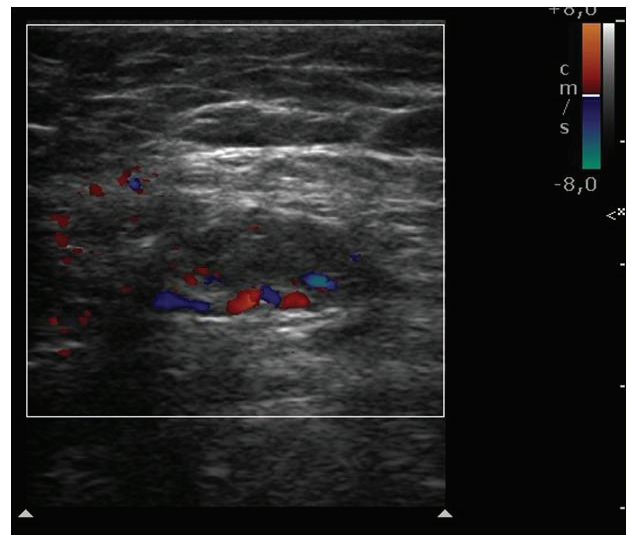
Imagen del tumor por ecografía Doppler.
